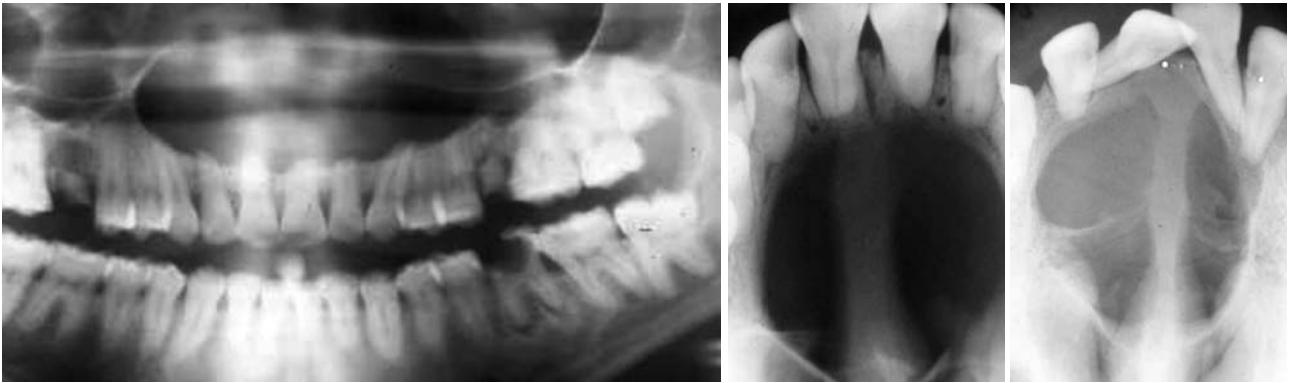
Orthopantomogram showing a large cyst extending from the 14 to the 26 area. – Fig. 7 a,b: Occlusal plane radiographs showing resorption of the roots of the central incisors on the left and marked divergence of roots on the right associated with large midline nasopalatine duct cysts.
